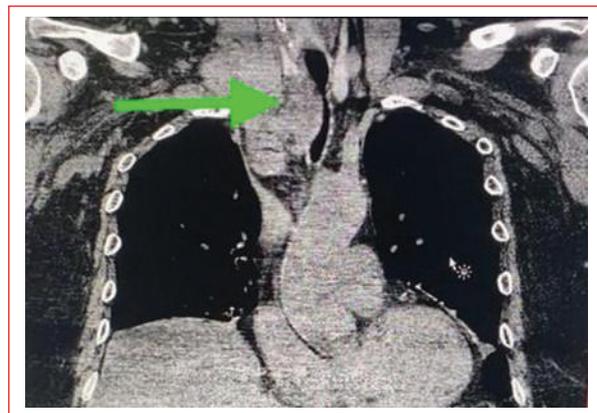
Tomografía computarizada de tórax, corte coronal, que muestra desplazamiento lateral de la vía aérea secundario al crecimiento tumoral (flecha).
